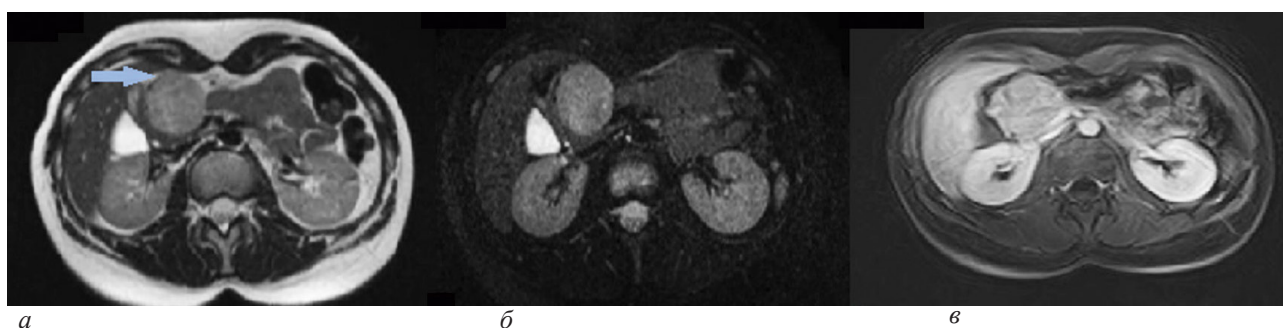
МРТ пациентки Ш., 18 лет: а – аксиальная проекция в режиме T2 ВИ, стрелка указывает на тонкую капсулу по периферии образования; б – аксиальная проекция в режиме T2 Fat Sat; в – аксиальная проекция в режиме T1 ВИ с внутривенным контрастированием
